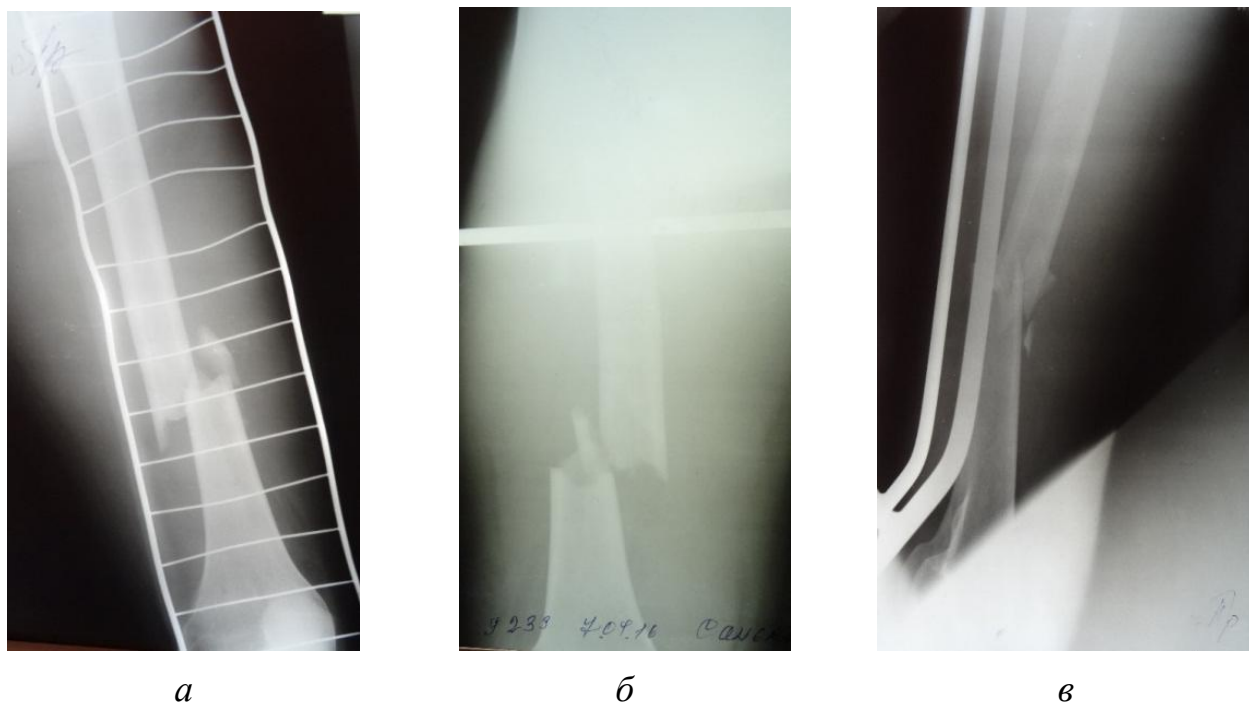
Первичные рентгенограммы пациента С.
